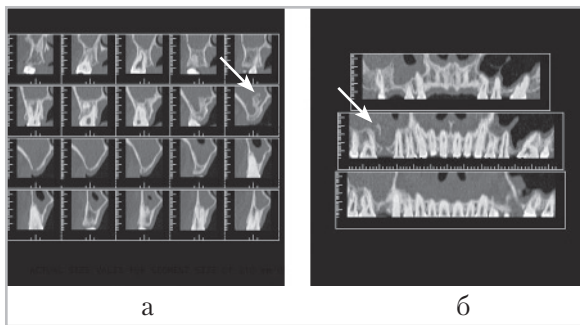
Денальные компьютерные томограммы (сагиттальные (а) и фронтальные (б) реконструкции изображений): визуализируется гипертрофия костной ткани альвеолярного отростка верхней челюсти, имитирующая инородное тело (стрелки)
